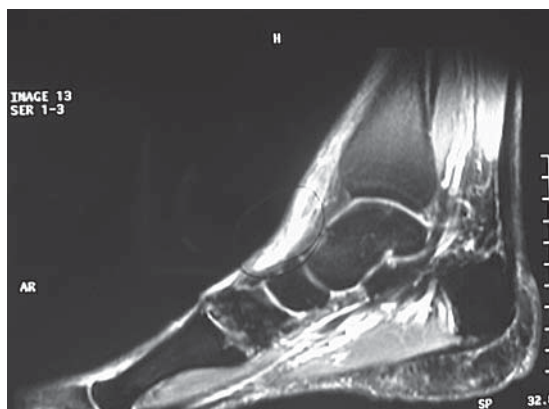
RM evidenciando la rotura del tendón tibial anterior.
